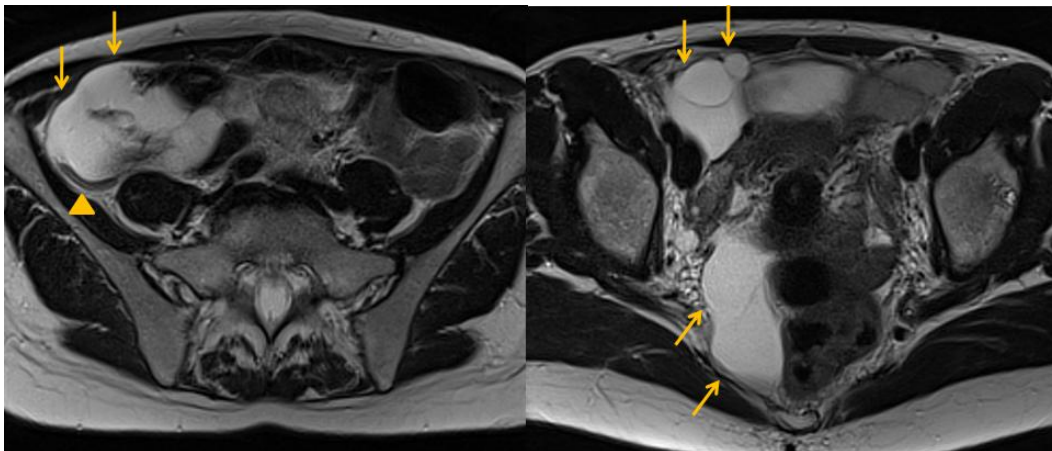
Mujer de 56 años que consulta por algias pelvianas de dos meses de evolución y presenta imágenes quísticas en ecografía. La RM muestra voluminosa formación quística polilobulada, con múltiples septos en su interior (flechas). No impresiona infiltrar estructuras vecinas, como el apéndice cecal (cabeza de flecha), el cual se encuentra respetado. Los hallazgos histopatológicos postquirúrgicos revelan quiste de inclusión peritoneal multiloculado (mesotelioma quístico benigno).
